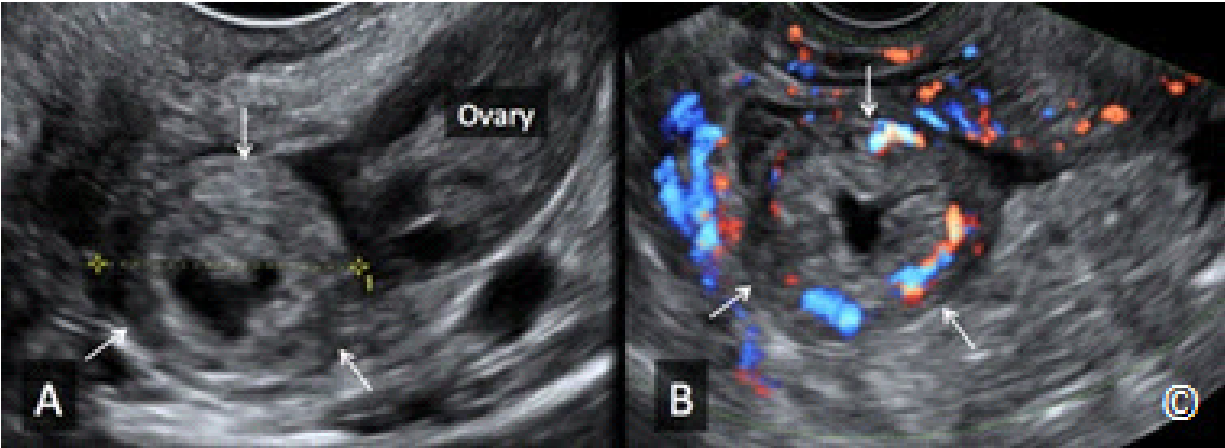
A y B: Embarazos ectópico tubáricos en A y B (flechas) con imágenes obtenidas por la ecografía transvaginal. Obsérvese el anillo ecogénico y el centro anecoico (apariencia rosquilla) en ambos embarazos ectópicos. El Doppler en color en B muestra una vascularidad moderada en el saco ectópico. El ovario es visto (etiqueta) en A.
